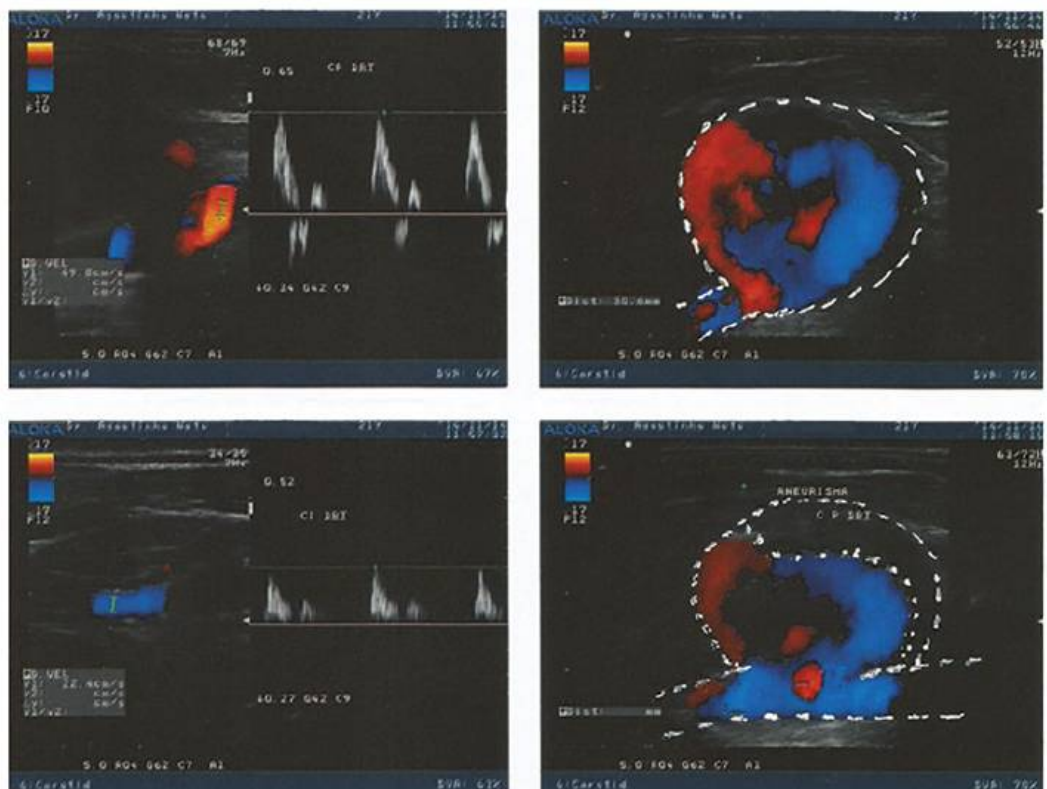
ECO-DOPPLER Cor . Falso Aneurisma da Carótida Primitiva Direita com trombo intra-sacular
